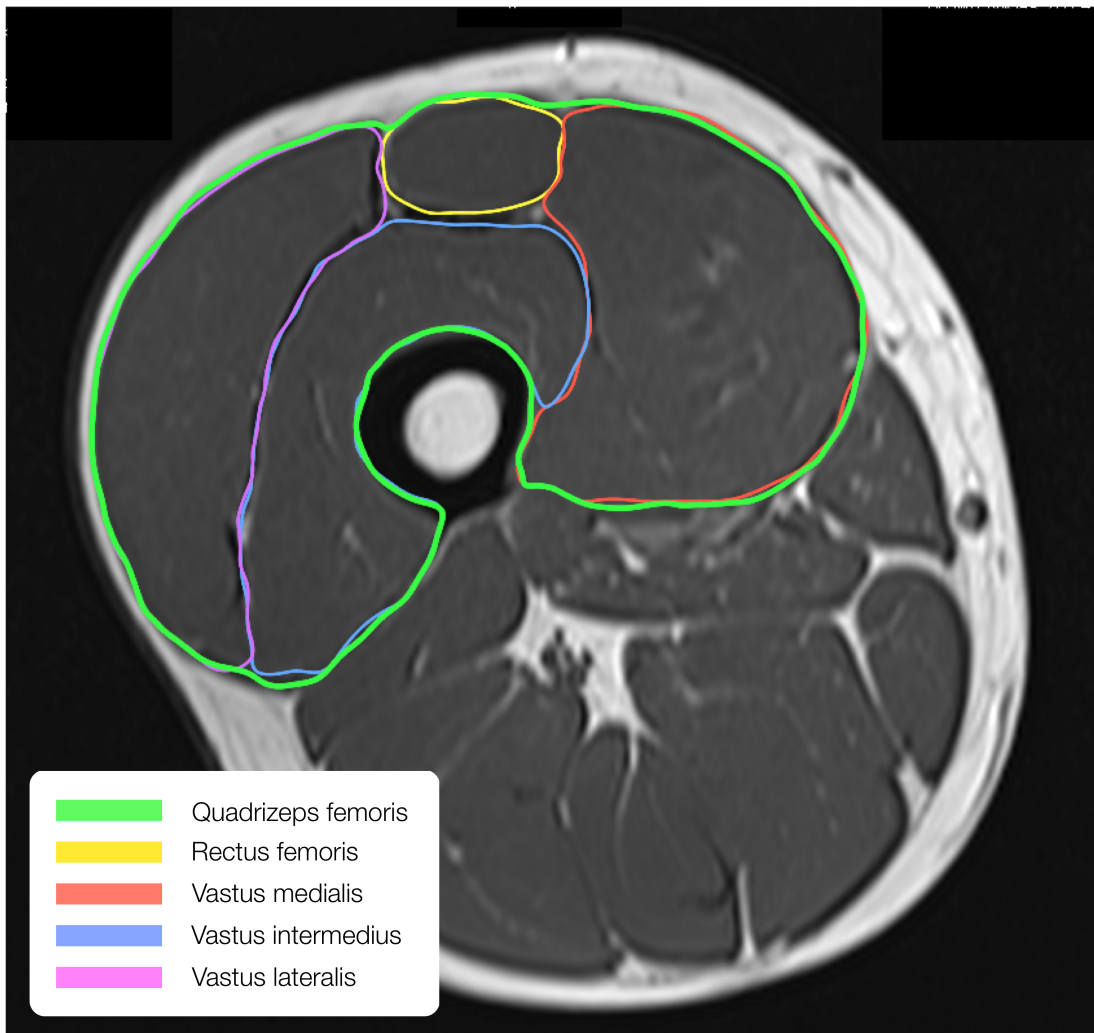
MRT Aufnahme des rechten Oberschenkels mit Segmentierung des M. Quadrizeps femoris sowie der vier Einzelmuskeln Vastus lateralis, Vastus Intermedius, Vastus medialis und Rectus Femoris.
